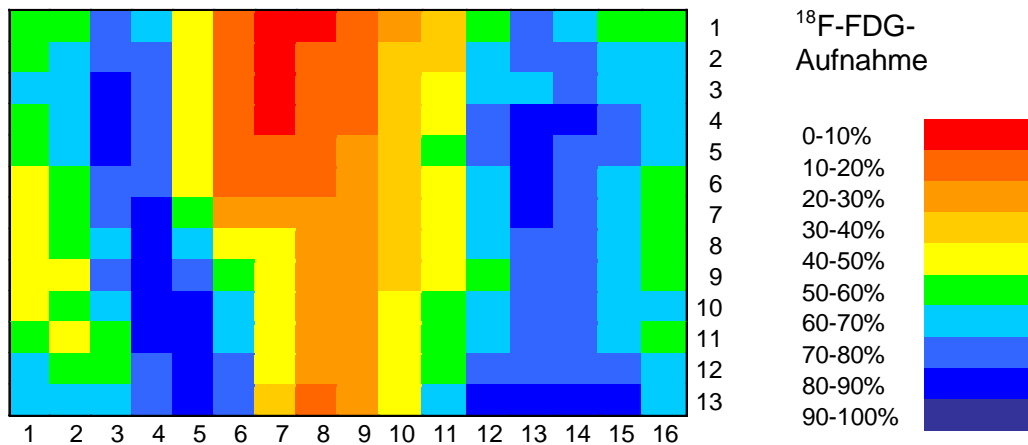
a: Beispieldarstellung Patient B (PET):
